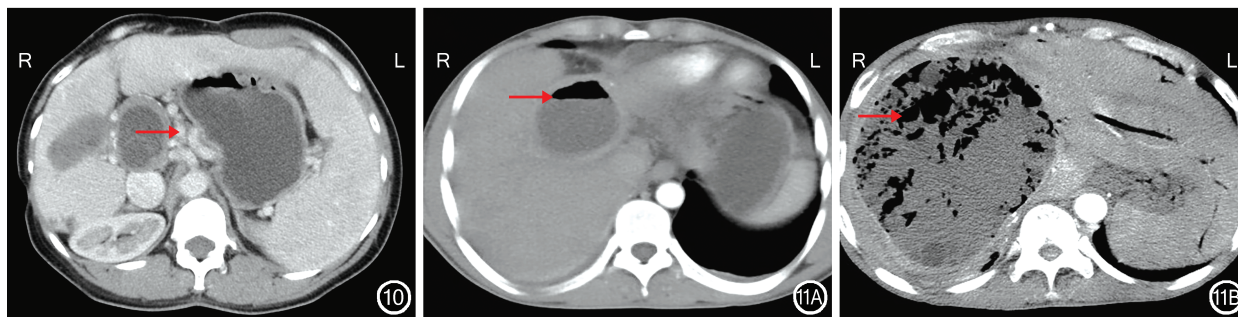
肝囊型棘球蚴病患者 CT 检查结果示囊肿压迫门静脉(→)导致门静脉高压、脾大 图 11 肝囊型棘球蚴病患者 CT 检查结果示肝包虫囊肿细菌感染征象 11A:大肠埃希菌感染脓肿样改变征象(→);11B:脓肿样改变并出现游离气体征象(→)
